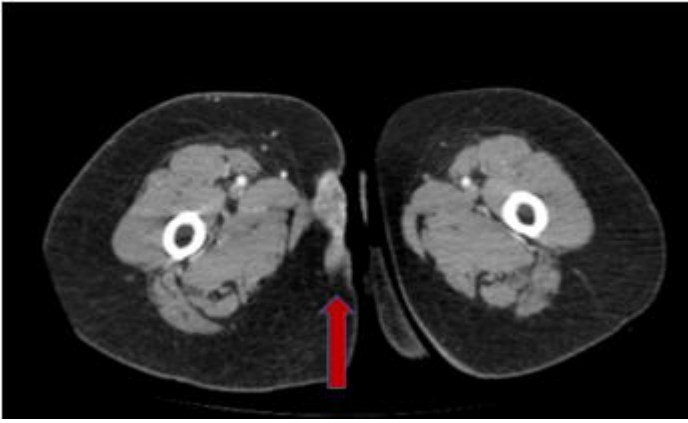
TAC abdomino-pélvico con cortes bajos donde se evidencia el implante (flecha roja)
